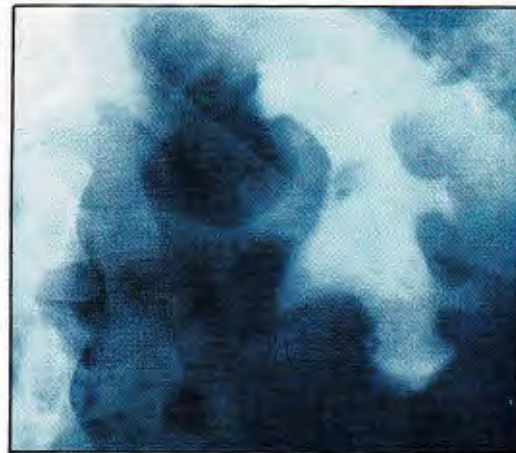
Radiografía simple de abdomen. Litiasis coraliforme en el riñón izquierdo.
